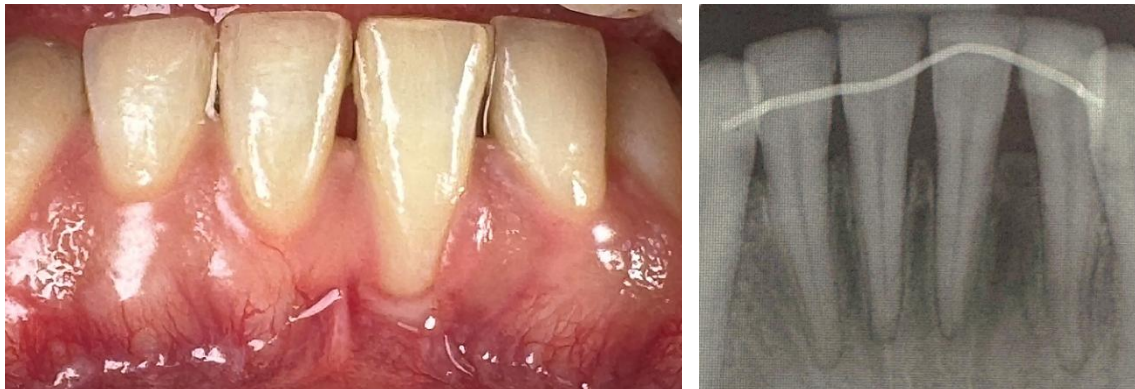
Foto frontal inicial y radiografía periapical preoperatoria.
